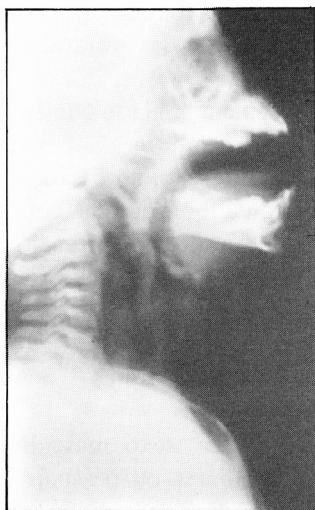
Teleradiografia do pescoço. Enfisema subcutâneo.
